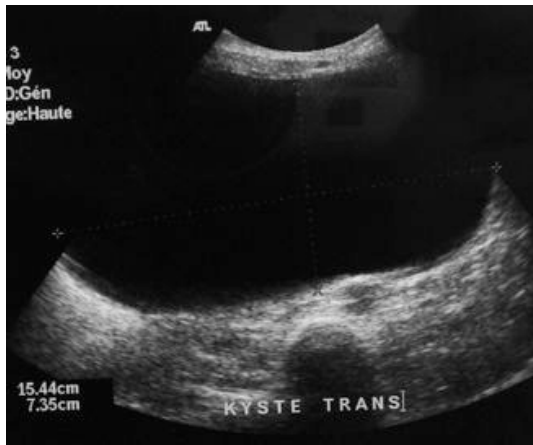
Aspect échographique d'un cystadénome séreux [54]
